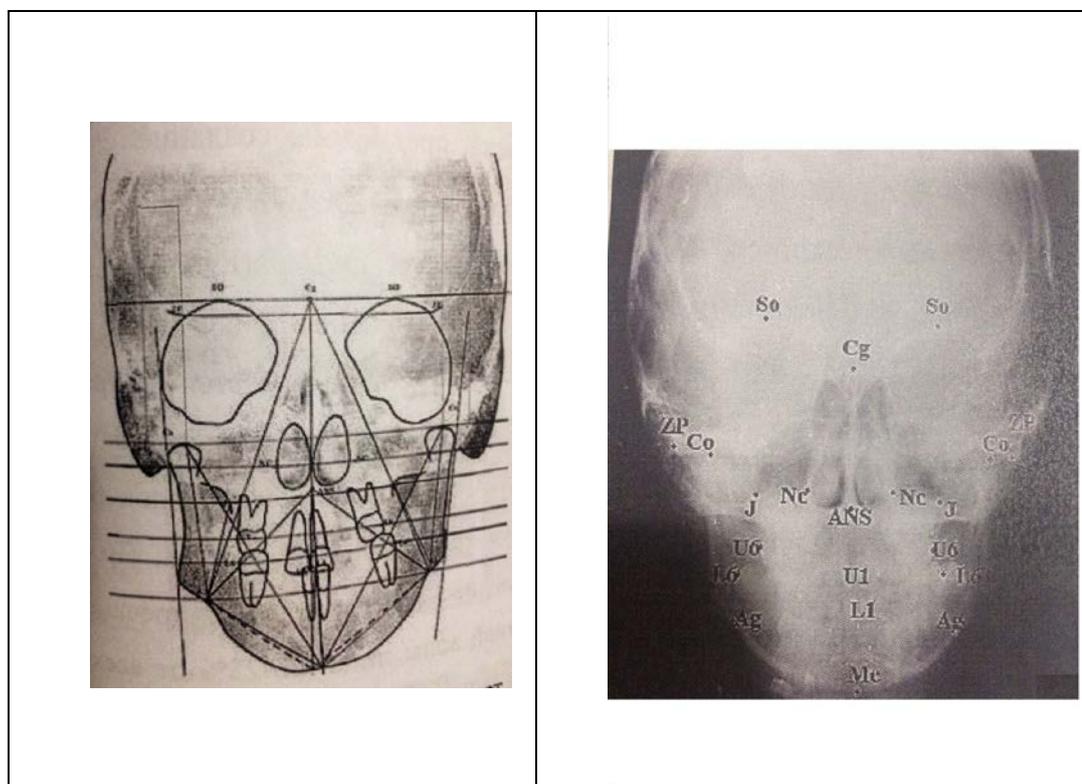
Контур ТРГ черепа в прямой проекции с параметрами рентгеноцефалометрического анализа на схеме (слева) и телерентгенограмме (справа).
